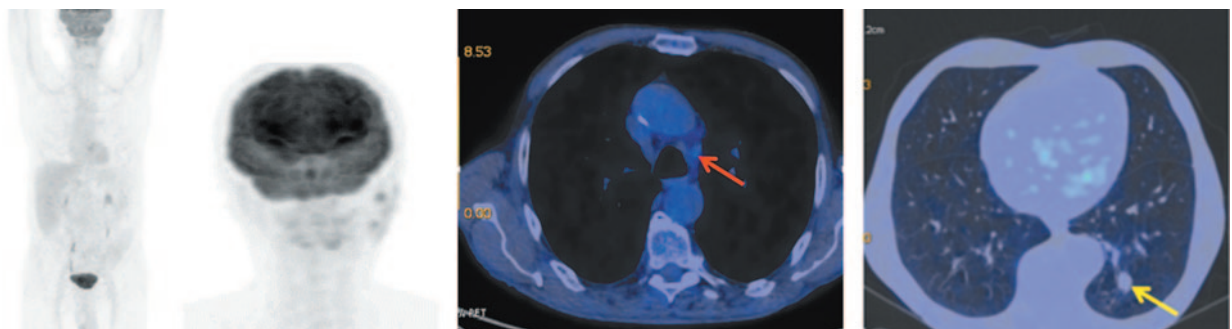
Больной П., 76 лет, после 10 введений атезолизумаба (через 6 мес от начала лечения). На MIP- и аксиальных ПЭТ/КТ-проекциях надключичный лимфоузел справа не визуализируется. В нижней доле левого легкого на месте патологического образования определяется тяж фиброза с узловым образованием (желтая стрелка) в структуре размером до 13×14 мм (ранее 15×16 мм) без метаболической активности ФДГ. Отмечается регресс цепочки паратрахеальных лимфоузлов с верхнего уровня до бифуркации. Лимфоузлы аортпульмонального окна размером до 10×12 мм (красная стрелка).
